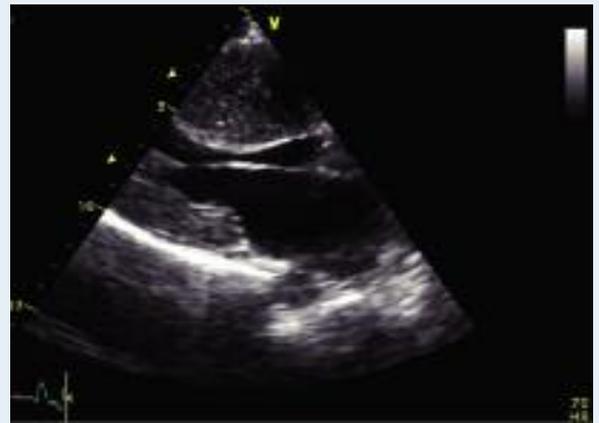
Coupe parasternale grand axe en ETT montrant une hypertrophie du VG.
